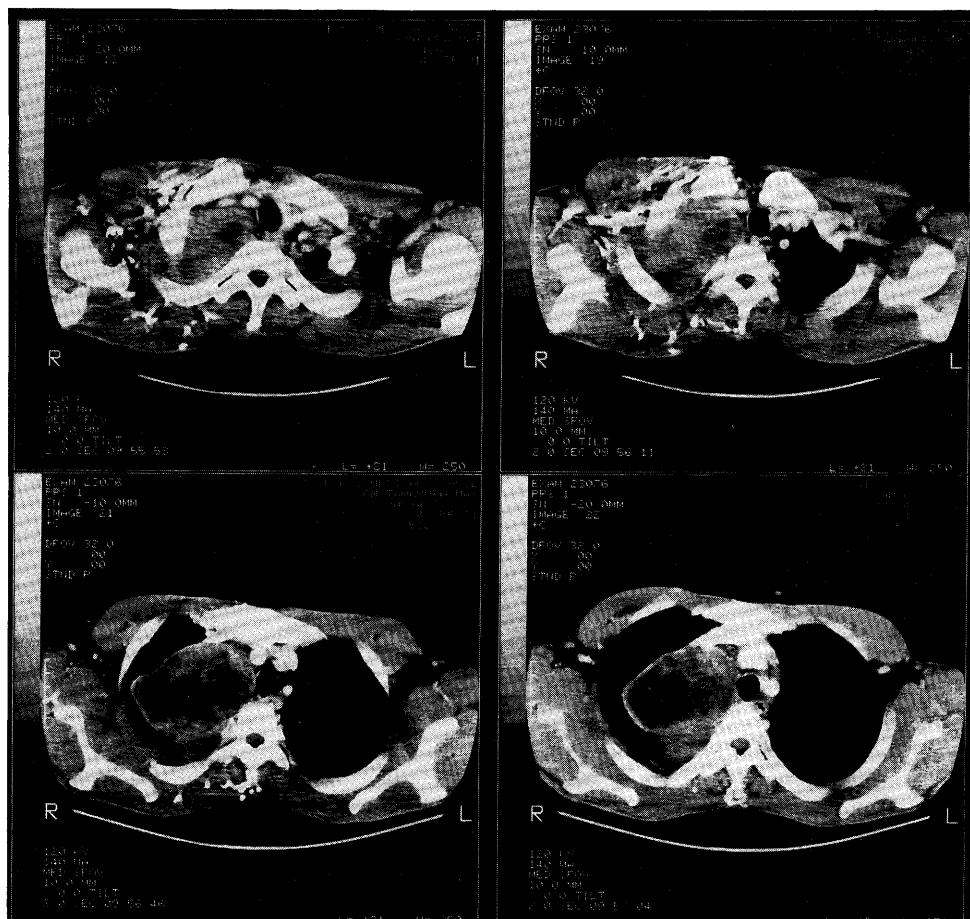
Contrast-enhanced CT of upper thorax. Large necrotic region is seen within
